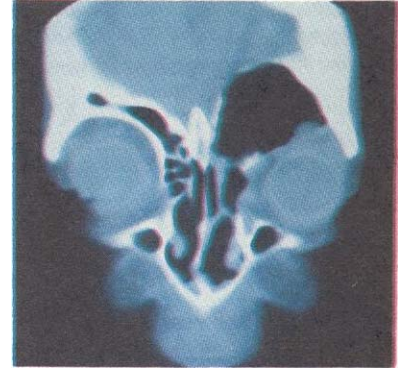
Resim 8 deki olgunun preoperatif BT görüntüsü.
